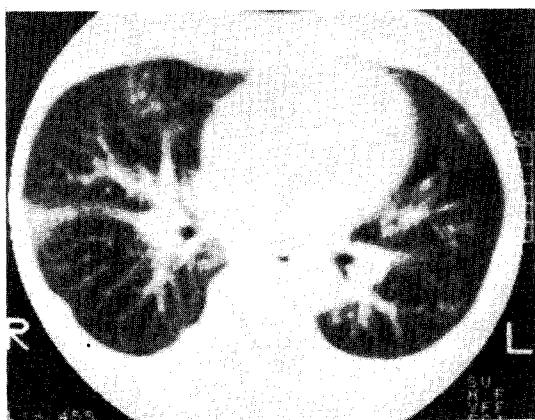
Modified thin section chest CT scanning shows interlobular septal thickening running perpendicular to the subpleural space on right basal segmental area.
